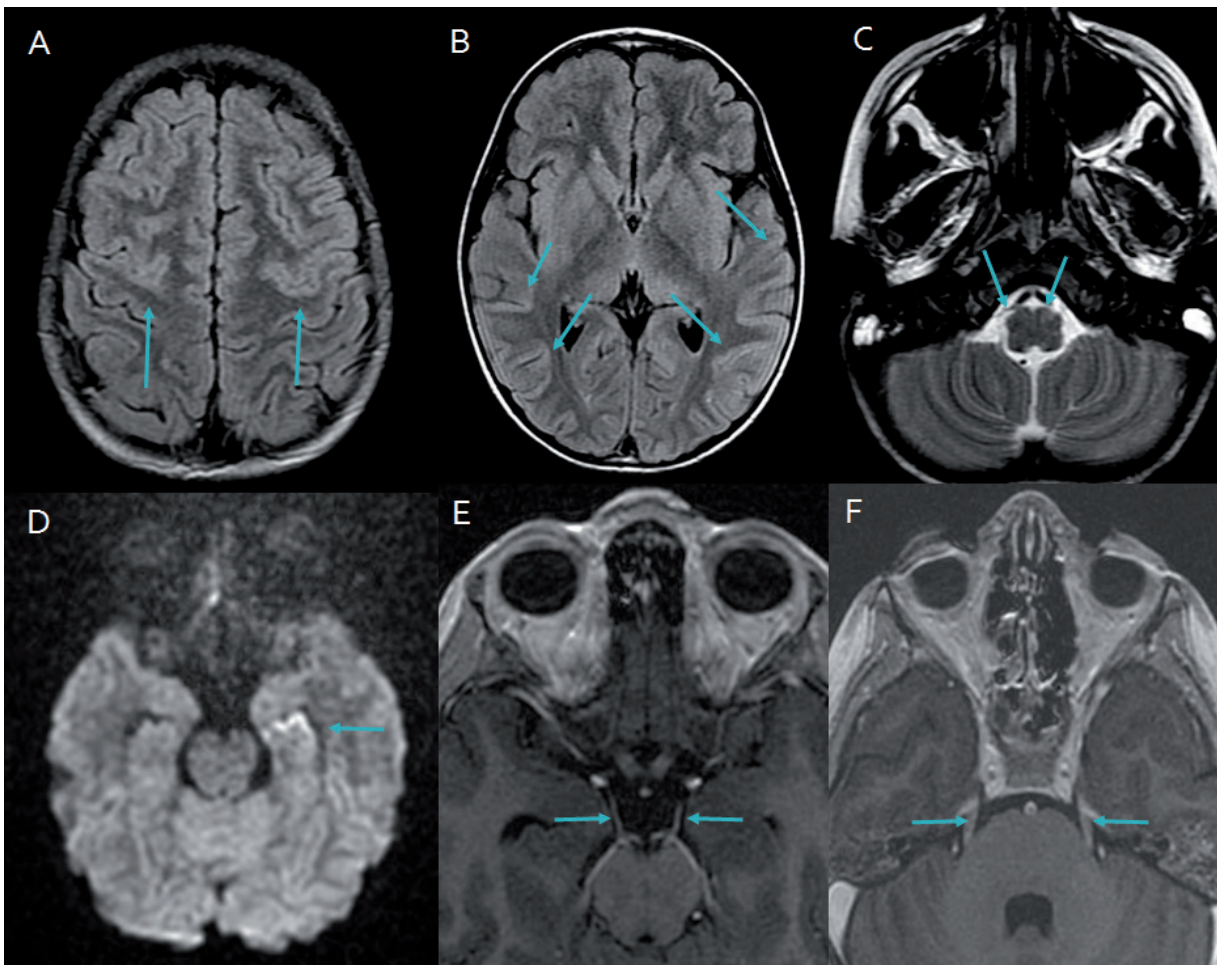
Imagen de Resonancia Cerebral del paciente que evidencia compromisos: Cortical, Piramides, y de los Pares Craneanos III y V bilaterales.
